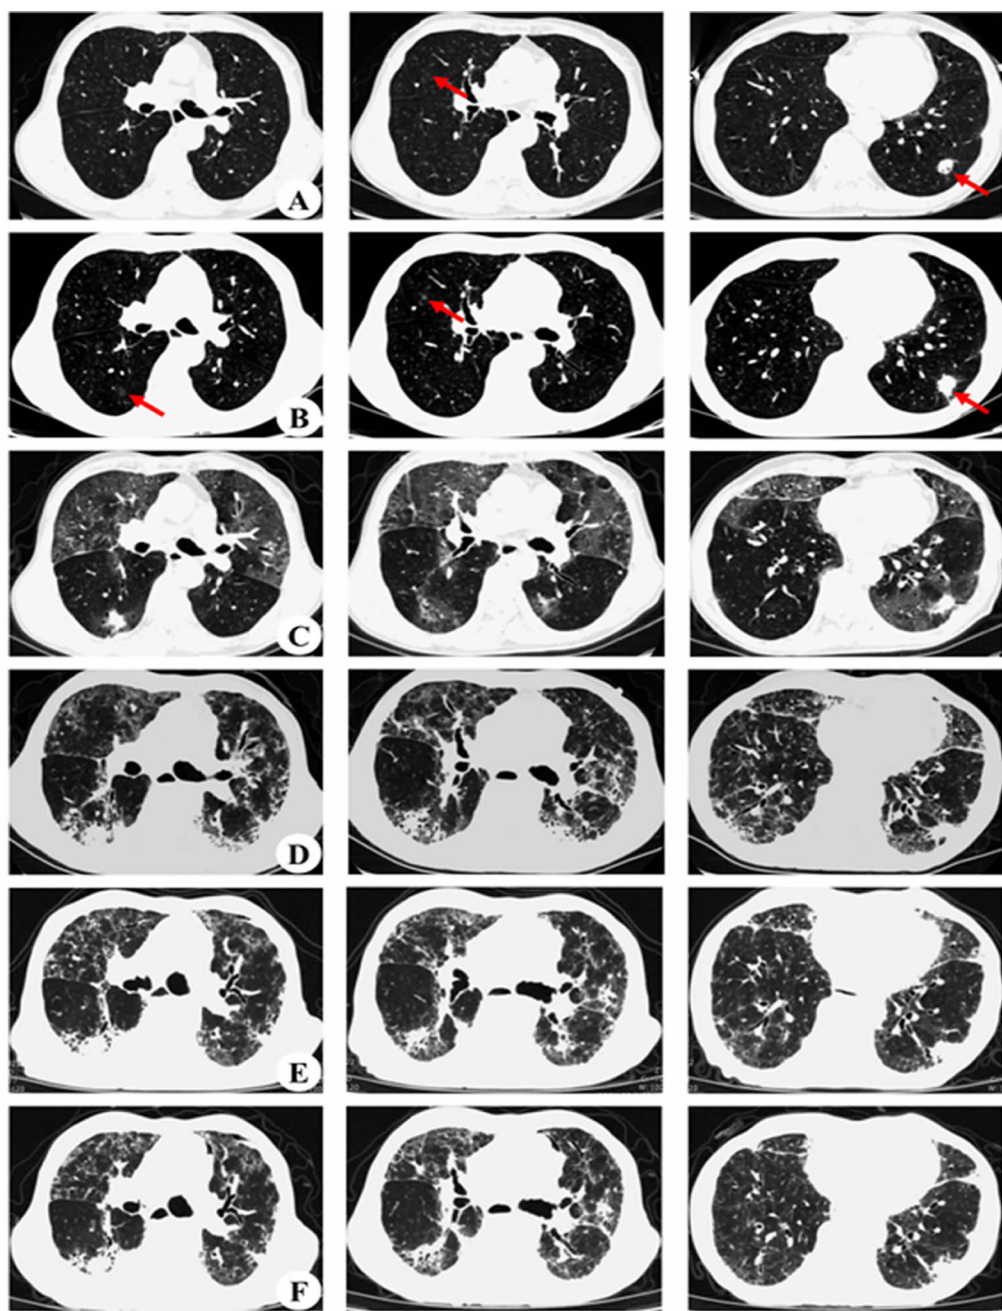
移植肺高分辨率肺部CT表现(A:首发CT异常,双侧胸膜下多发结节影,红色箭头;B:经验性抗真菌治疗后,左肺下叶外基底段实性结节较前进展,边缘见毛刺征;C:第一次急性加重,双肺多发斑片状及片状混浊影;D:停用免疫抑制剂,加强激素冲击及抗感染治疗后,右肺下叶后基底段结节较前进展;E:第二次急性加重,双肺间质性改变合并感染;F:维持免疫抑制剂及抗感染治疗后,双肺持续间质性改变)
